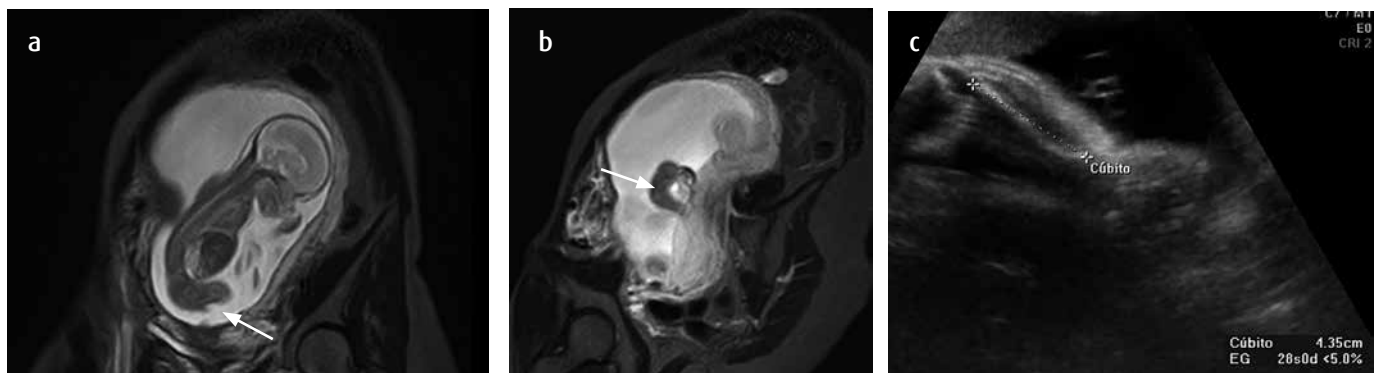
RM a) con información T2 coronal; b) STIR sagital. Paciente con antecedente de ecografía obstétrica del segundo trimestre con sospecha de acondroplasia. IRM fetal a las 22,2 semanas: Acortamiento del fémur a) y húmero b) (flechas) bilateral. Desproporción toracoabdominal. c) Ecografía de detalle obstétrica en el tercer trimestre, en la cual persiste la disminución de la longitud de los huesos largos, por debajo del percentil esperado, en relación con acondroplasia.
